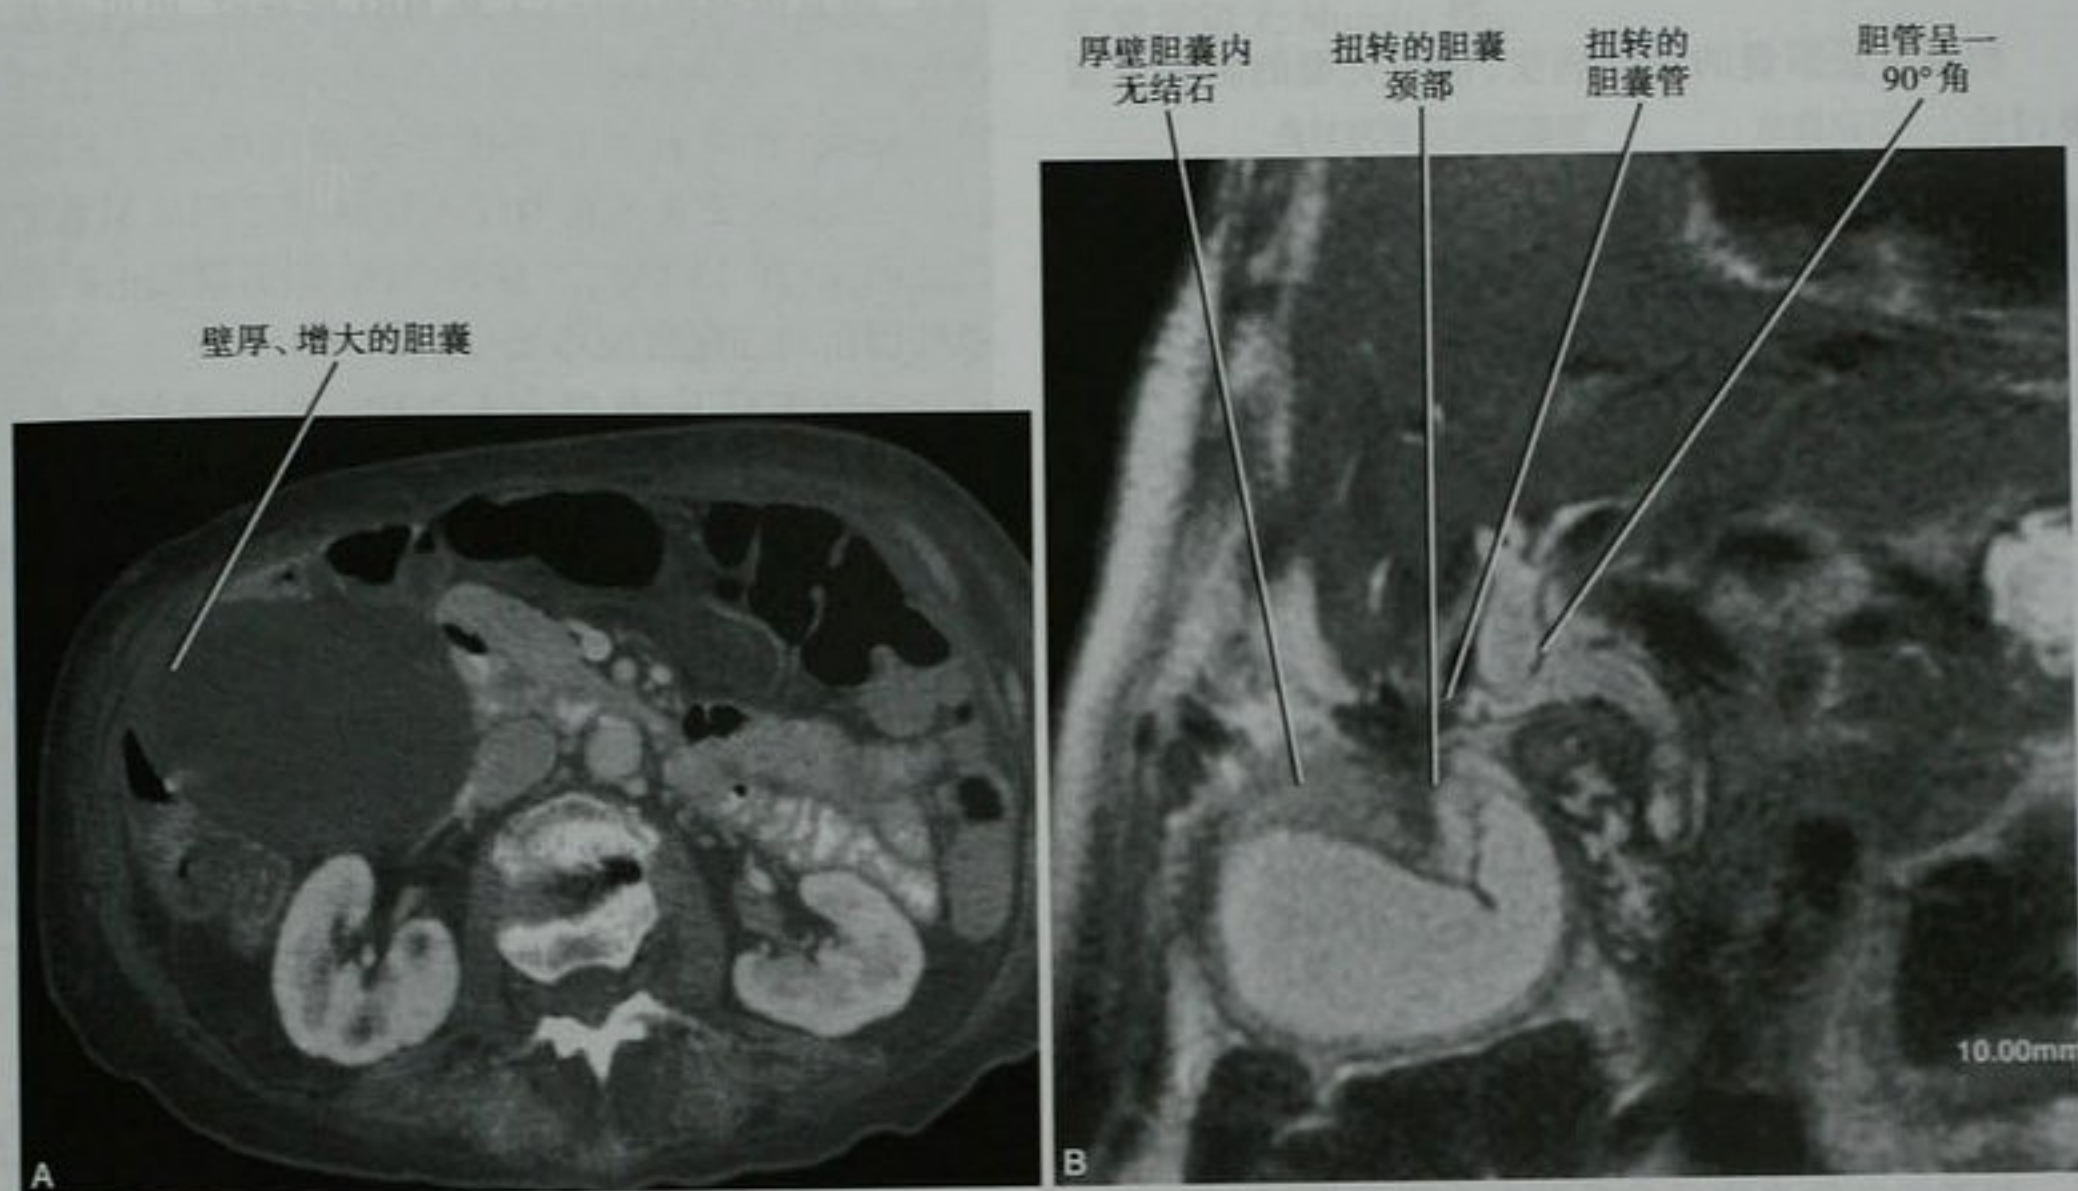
急性右上腹疼痛的老年女性患者,通过胆囊层面的增强 CT(A) 和冠状位 T2WI 磁共振(MR)图像(B),MR 诊断胆囊扭转,外科手术证实
